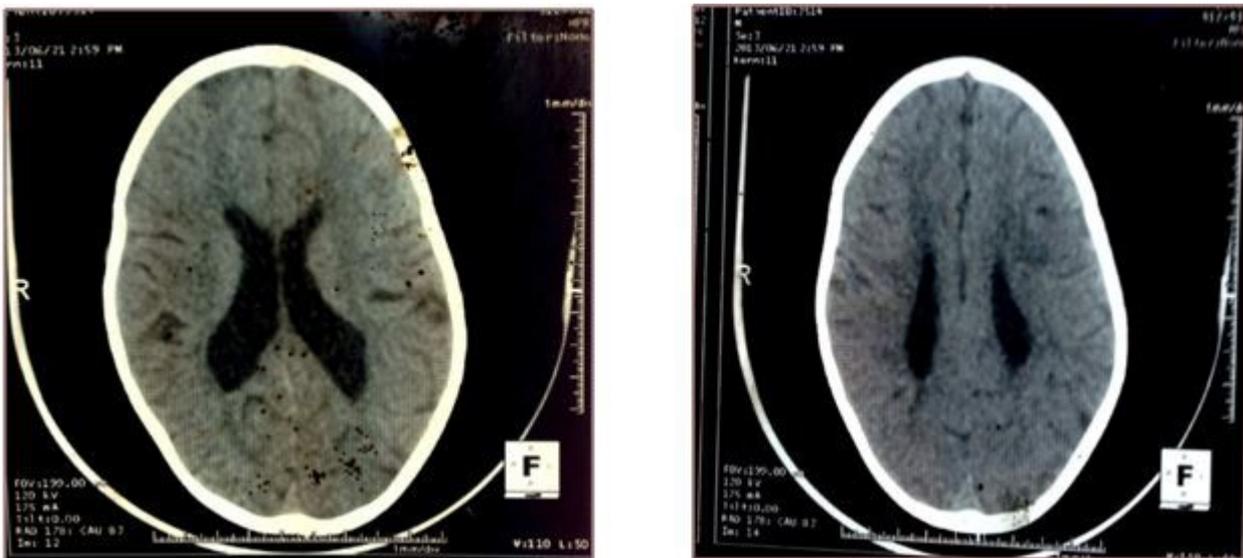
FM, TDM cérébrale sans injection de produit de contraste, coupe axiale
